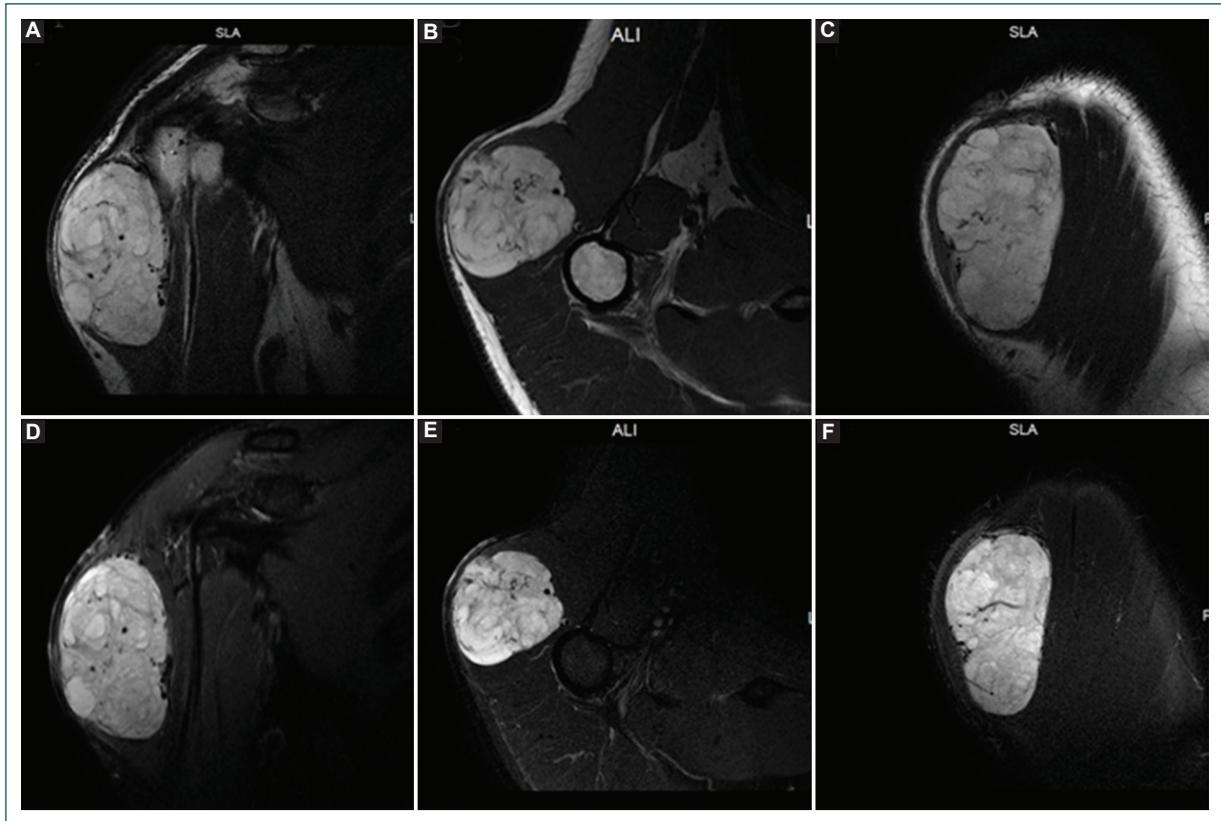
Resonancia magnética. Múltiples cortes que muestran una lesión sólida bien delimitada en un plano intrafascial en la musculatura del deltoides derecho, con una sección central hiperintensa y una pared irregular hipointensa, lo que corresponde a un patrón fibroso y mixoide. A: T1, corte coronal. B: T1, corte axial. C: T1, corte sagital. D: T2, corte coronal. E: T2, corte axial. F: T2, corte sagital.
